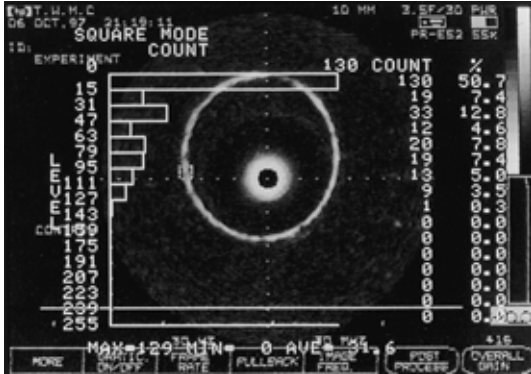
IVUS画像の解析(デイスポーザブル注射器外筒の画像). 注射器壁に観測領域を指定し、領域内のエコー輝度を測定した. 各画像につきエコー輝度を黒(0)から白(255)までの256階調, 16段階に均等分割し, 各マトリックスの輝度を測定した. 図1の計測では, 黒が多く, 黒から白へ向けて9段階までの色調を認め, 10段階以降の白は認めない. 観測領域の平均の階調は31.6であった.
